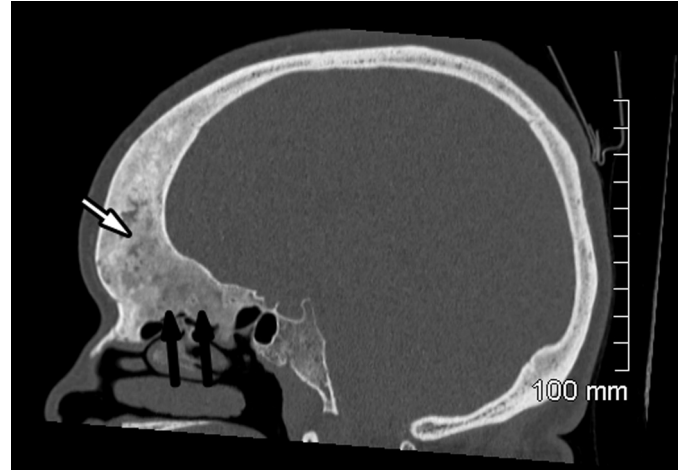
Dysplasie fibreuse fronto-ethmoïdale droite. TDM, coupe para-sagittale passant par la fosse nasale droite. Du fait de l'extension de la lésion, le sinus frontal droit (flèche blanche) n'est plus visible, de même que les cellules ethmoïdales droites (flèches noires).
